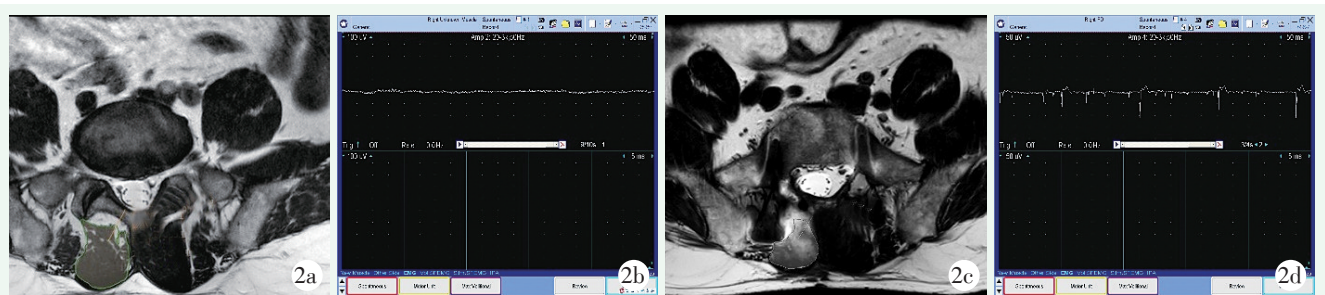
患者,男,58 岁, L₅S₁ 椎管狭窄症行后正中入路 TLIF 术。2a: 术前 MRI 测量 S₁ 右侧多裂肌横截面积; 2b: 术前肌电检测示右侧 S₁ 多裂肌未见失神经电位; 2c: 术后 6 个月 MRI 示右侧 S₁ 多裂肌横截面积丢失明显, 炎症水肿明显; 2d: 术后 6 个月肌电检测见右侧 S₁ 多裂肌存在失神经电位。
